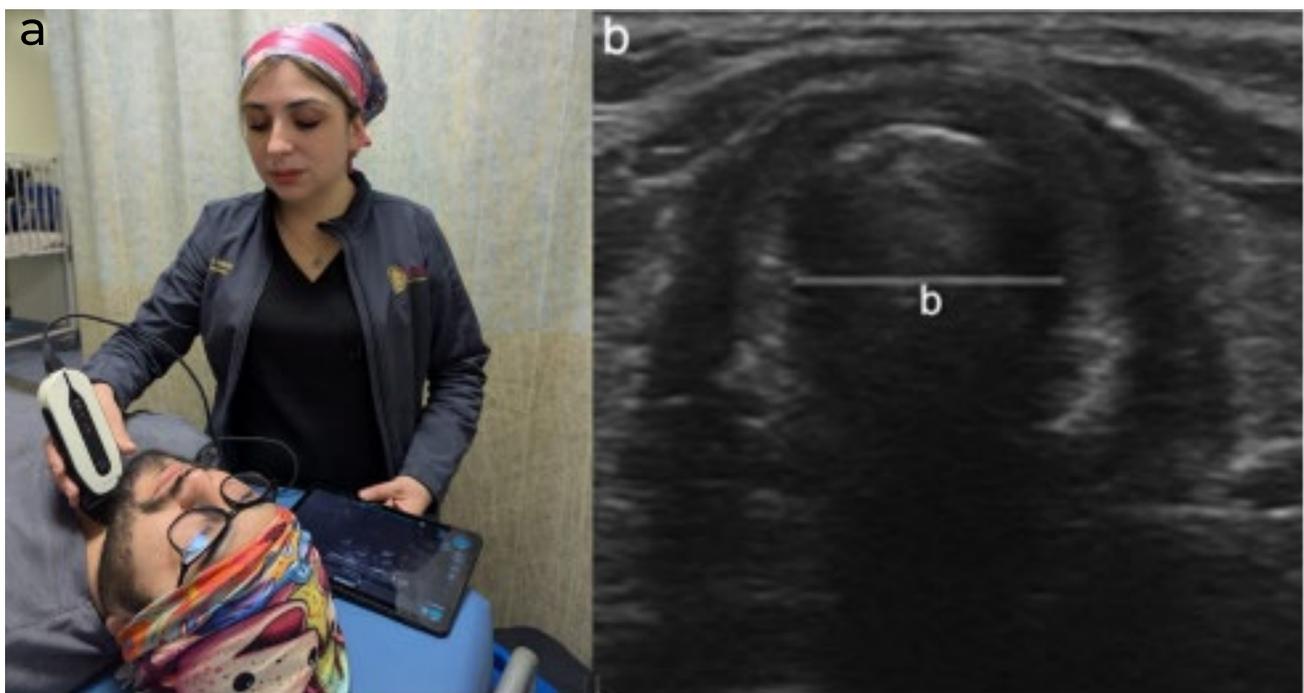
Medición de anillo glótico por ultrasonido, a) insonando a paciente en área de recuperación con ultrasonido lineal, corte transversal, b) corte transversal de anillo glótico, línea b representa el diámetro transversal del cartílago cricoides.
